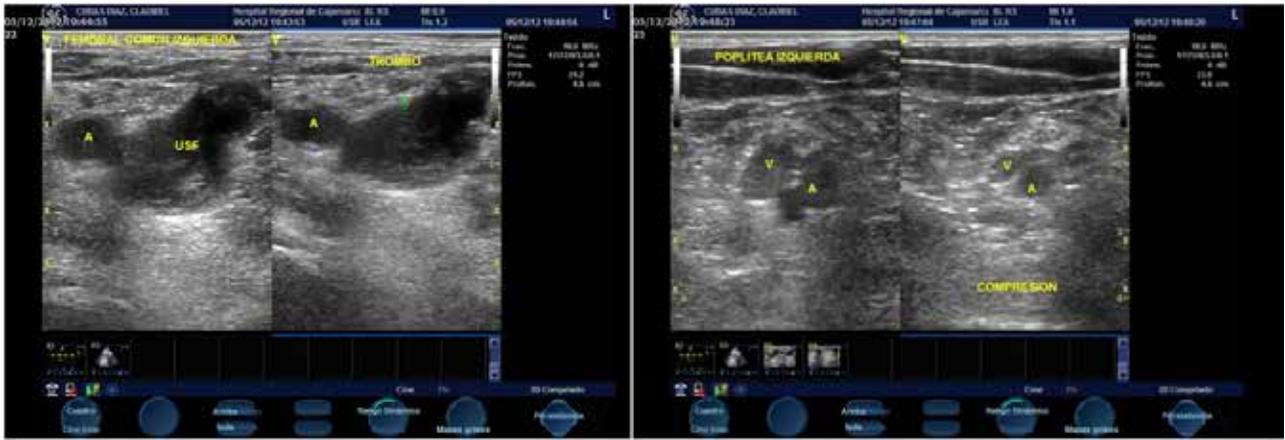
Eco Doppler de miembro inferior Izquierdo
